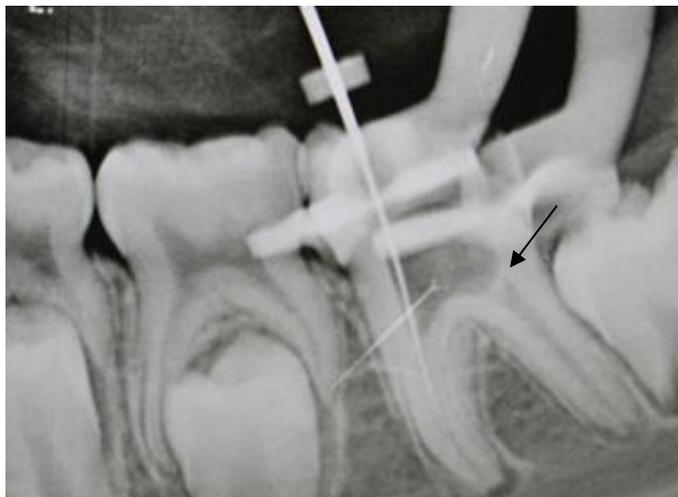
radiographie per opératoire. La perméabilité du canal mésial a été retrouvée. Cependant, au niveau de l'entrée canalair distale, il est possible de constater un bouchon de Biodentine® associé à un pont dentinaire qui s'est formé (flèche). Cas clinique du Dr. Leverd.
